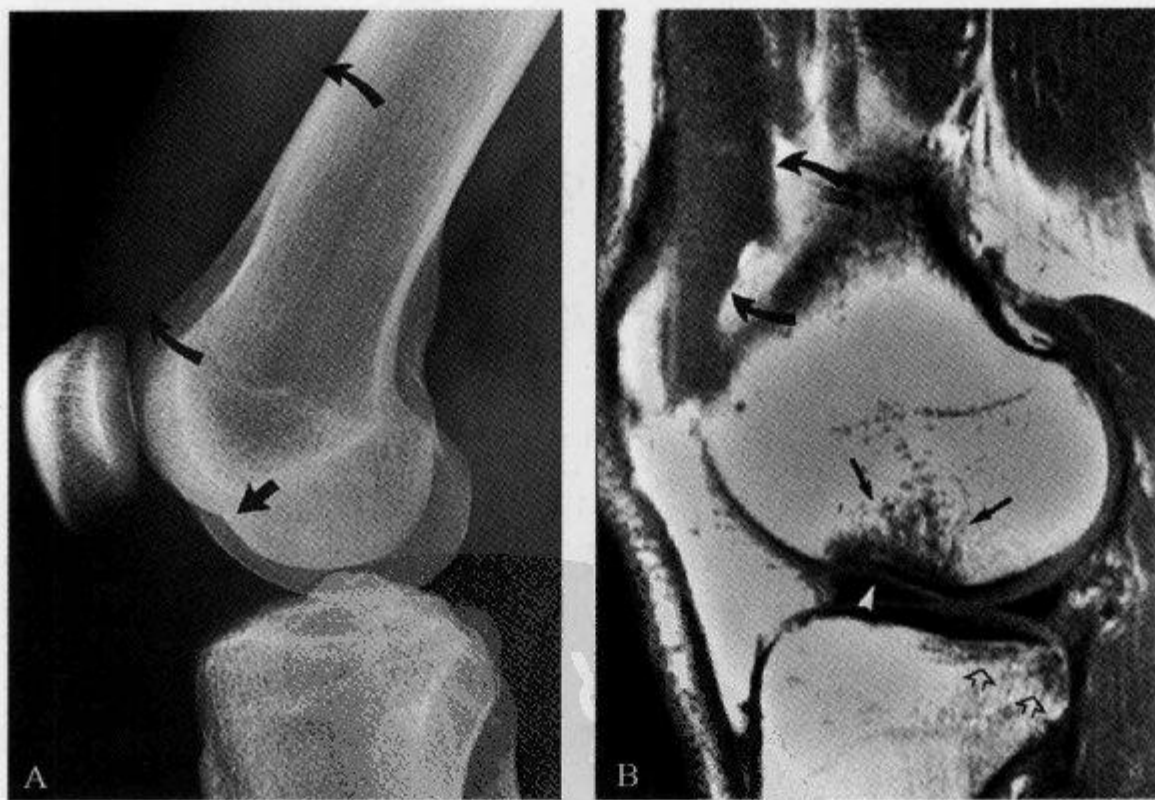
前交叉韧带撕裂,X 线平片示“外侧股骨髁深凹征”
